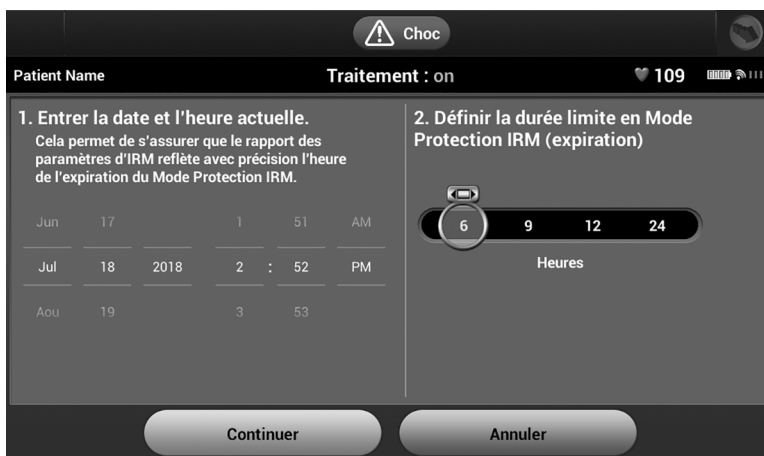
Date/heure du programme et Boîte de dialogue Durée Protection IRM
